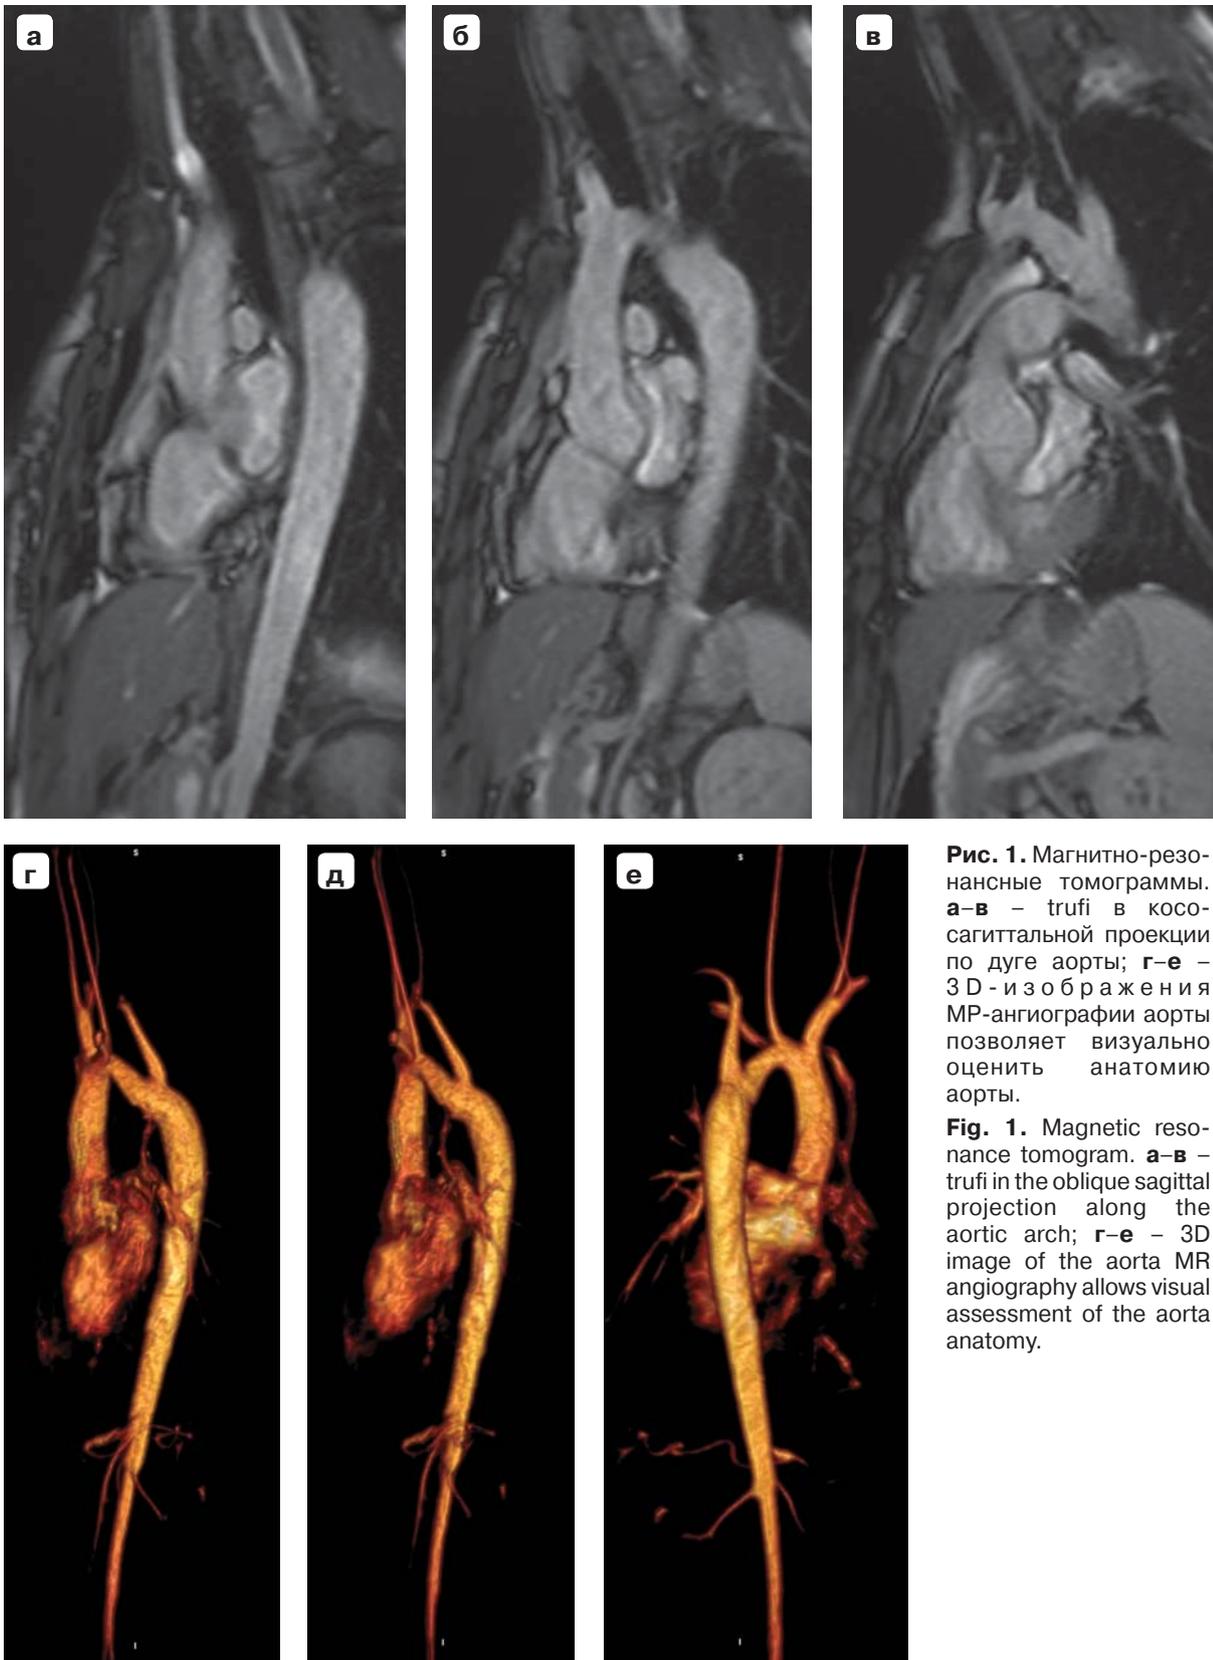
Магнитно-резонансные томограммы. а-в – трюфи в косо-сагиттальной проекции по дуге аорты; г-е – 3D-изображения МР-ангиографии аорты позволяет визуально оценить анатомию аорты.
